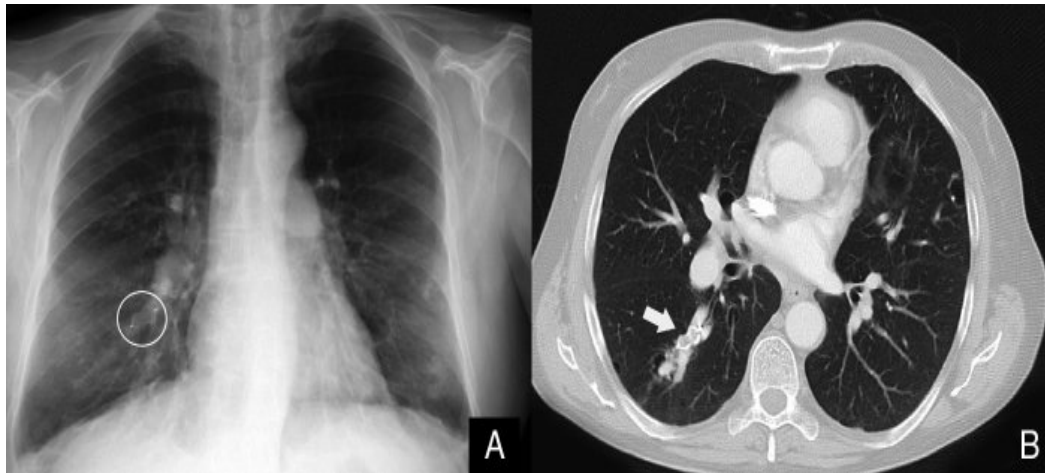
Malformación pulmonar embolizada en Rx tórax (A) y angio-TC (B).
